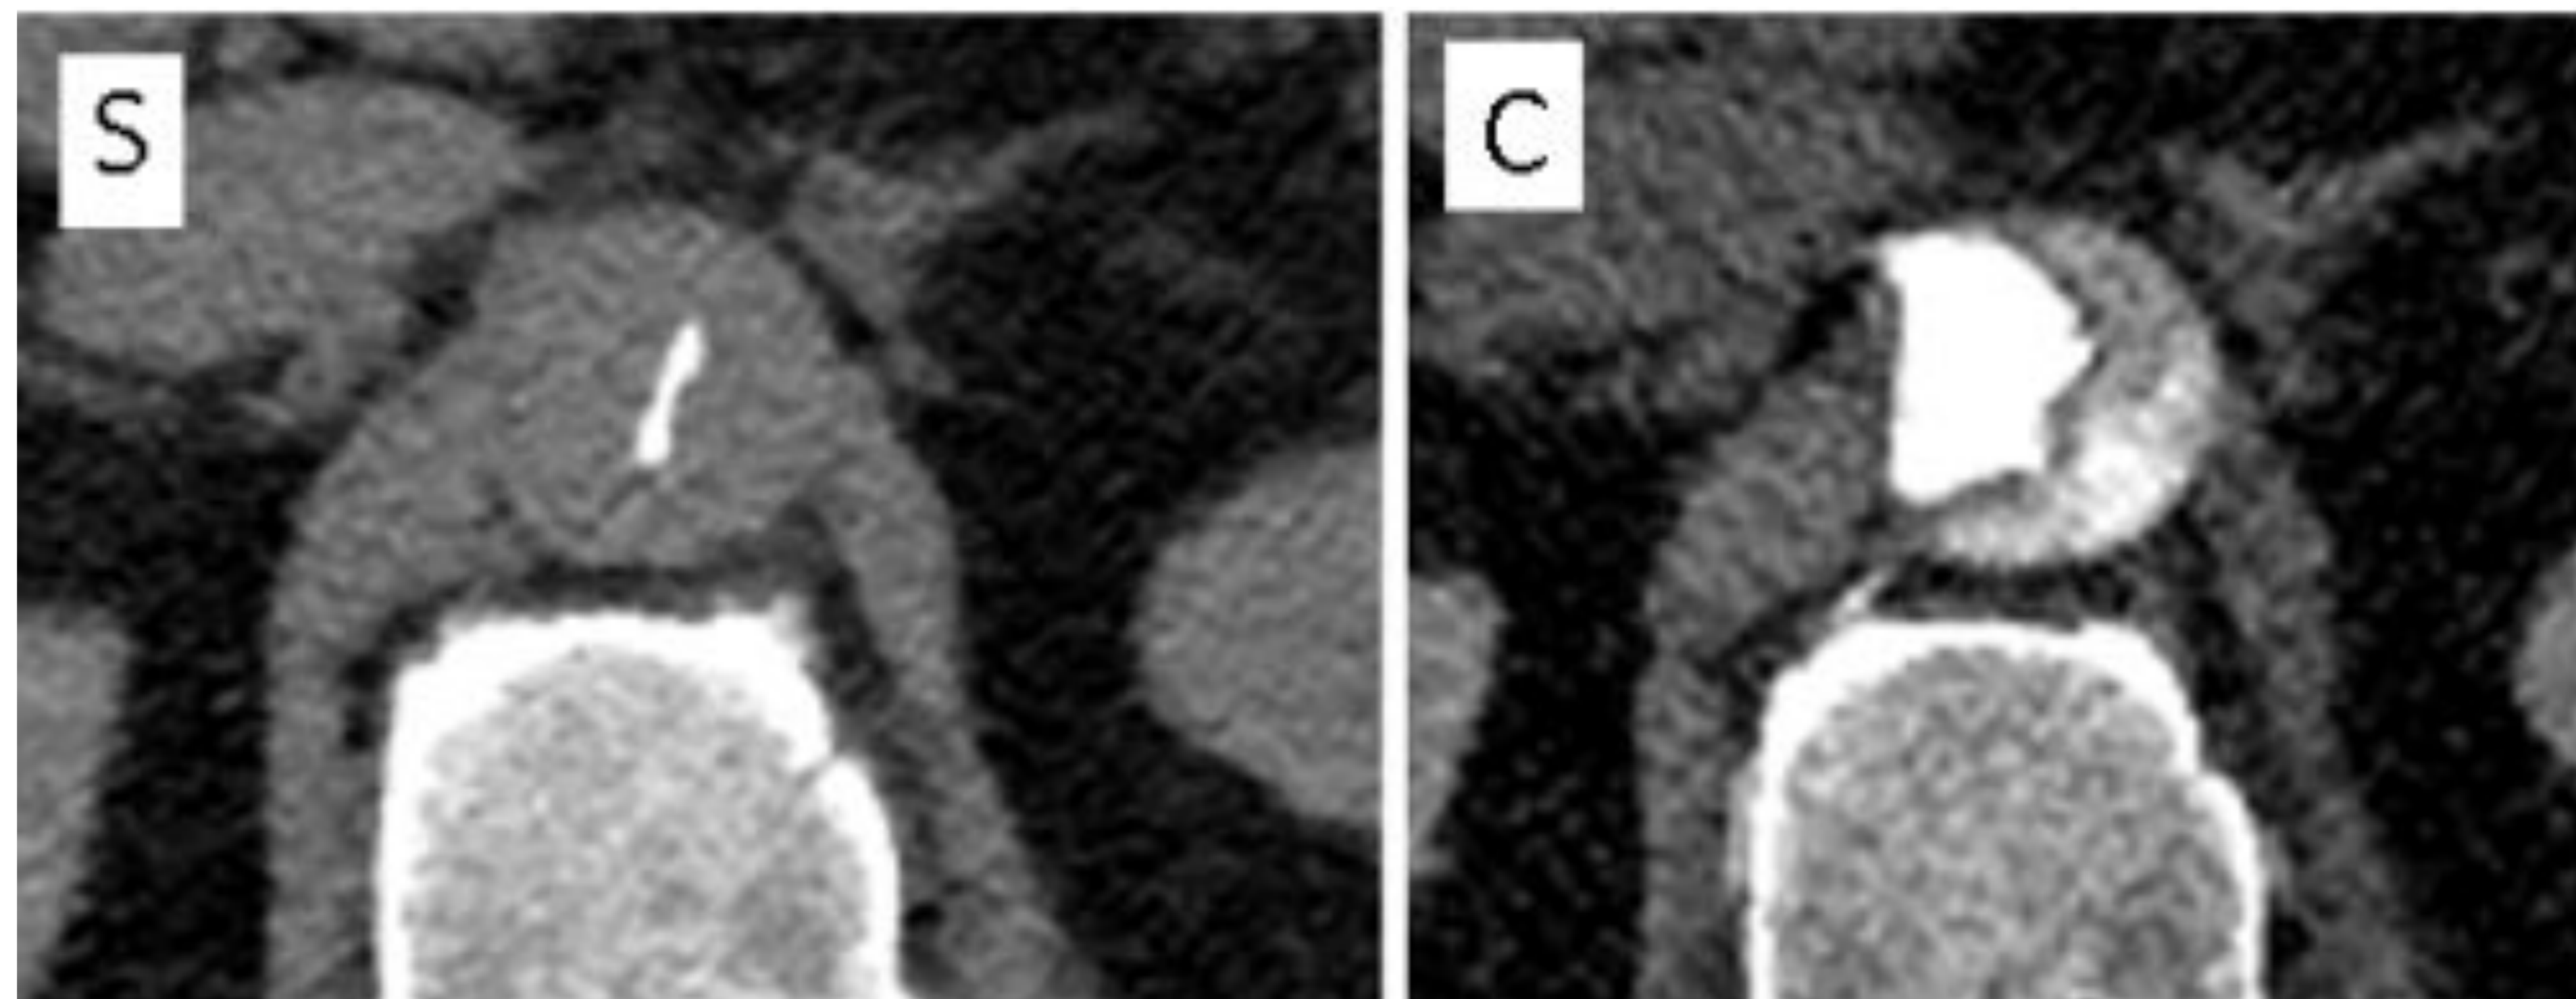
Desplazamiento de calcificaciones de la capa íntima en el estudio TC simple en una dissección aórtica (S) y con contraste endovenoso (C)
